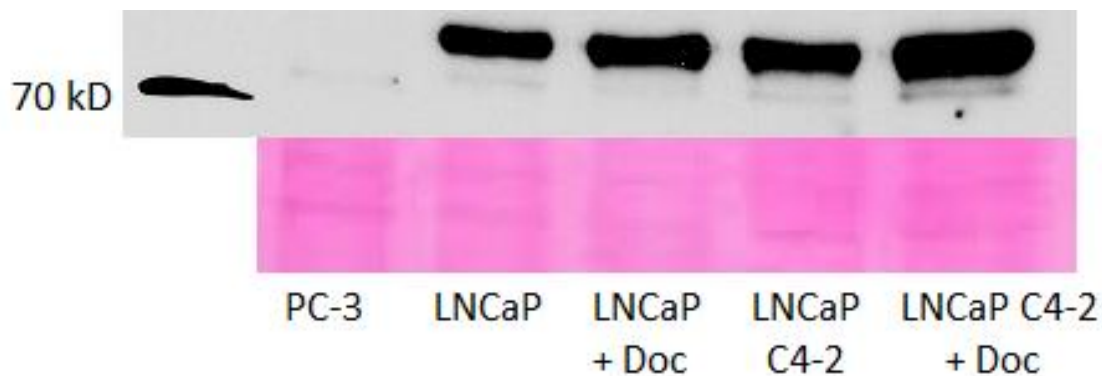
exemplarische Darstellung (1 von 3) der Expression von PSMA in LNCaP und LNCaP C4-2 Zellen mit (+) und ohne Docetaxelbehandlung (PC-3 Zellen dienen als Negativkontrolle) im Western-Blot; die Ponceau-S Färbung (zweite Reihe) färbt Proteine reversibel an und ermöglicht einen Proteinmengenabgleich, hier zeigt die Ponceau-S Färbung gleiche Proteinmengen
